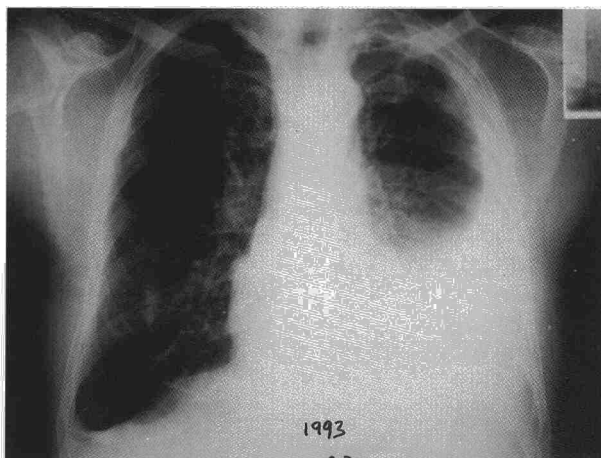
Radiografía de tórax de 1993 que no muestra variaciones significativas respecto a la previa.
